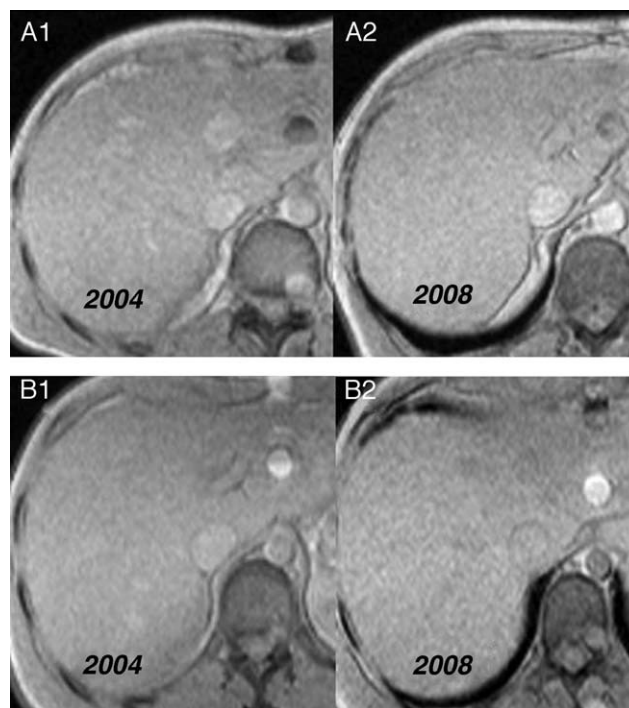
Resonancia magnética hepática correspondiente a los casos 6 y 7, realizadas en 2004 y 2008 (A₁: 14 μmol Fe/g y A₂: 10 μmol Fe/g; B₁: 23 μmol Fe/g y B₂: 24 μmol Fe/g).
